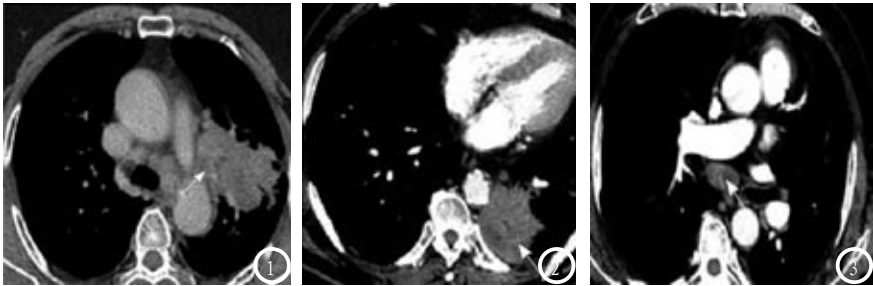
CT显示左肺纵隔旁软组织肿块。图2 CT显示左肺叶下叶软组织肿块，病灶密度不均。图3 隆突下见淋巴结肿大。
